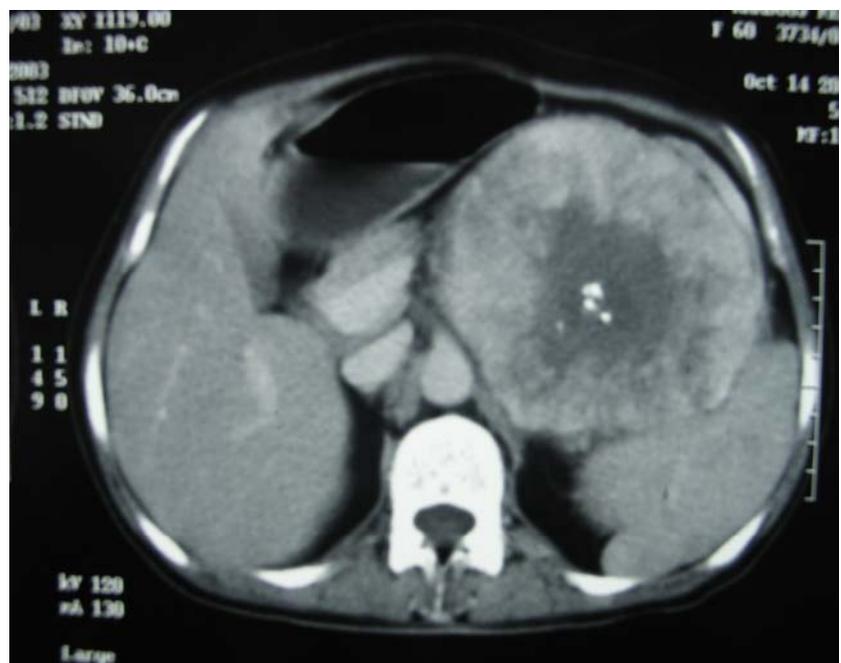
TDM abdominale montrant une masse surrénalienne avec calcifications
